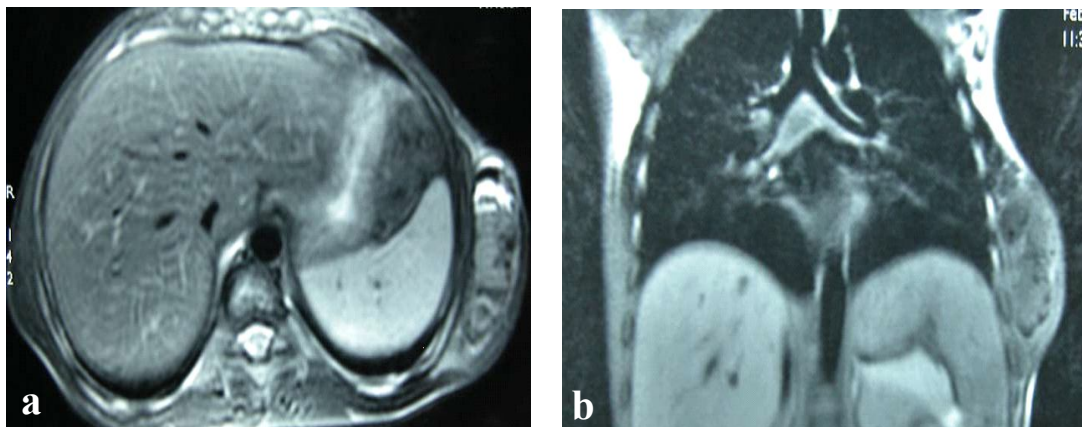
IRM thoracique en SP T2 dans un plan axial (a) et coronal (b) objectivant une masse de la paroi thoracique gauche en signal hétérogène avec des zones en hyposignal et des zones de signal intermédiaire, avec visualisation par endroit d'un niveau horizontal.
